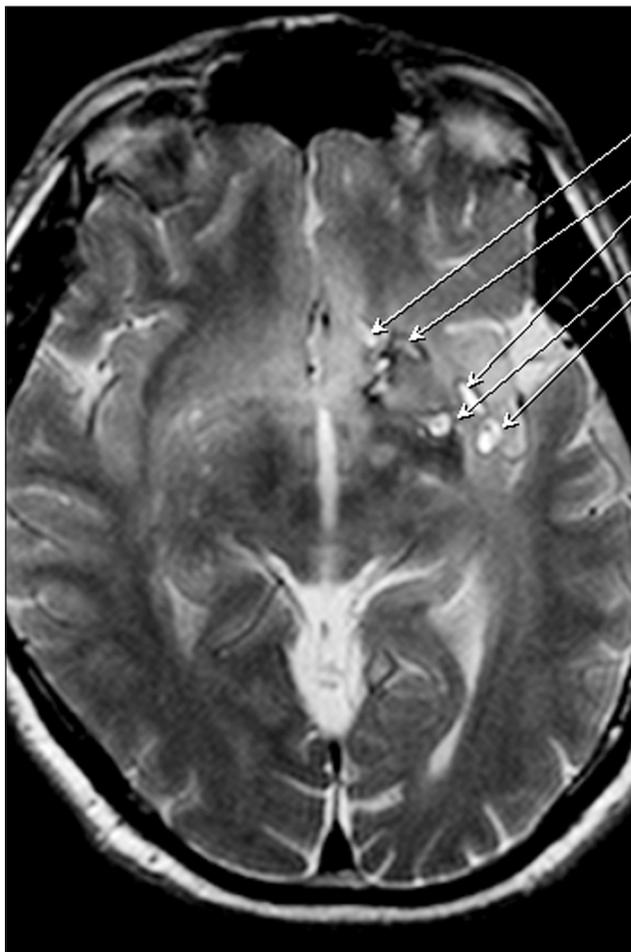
МРТ того же пациента, что и на рис. 2, через 2 года после операции.
